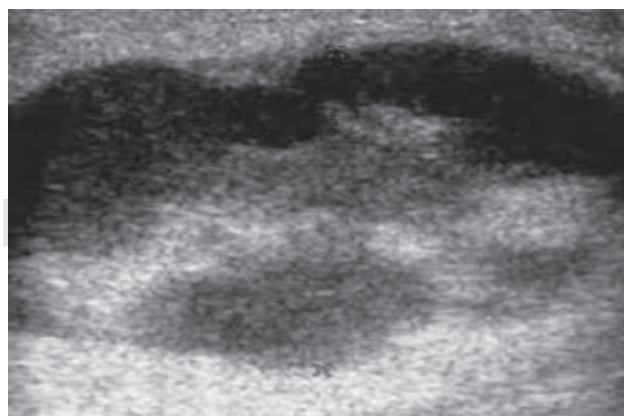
USG de mama derecha. Tumor heterogéneo de contornos polilobulados.
